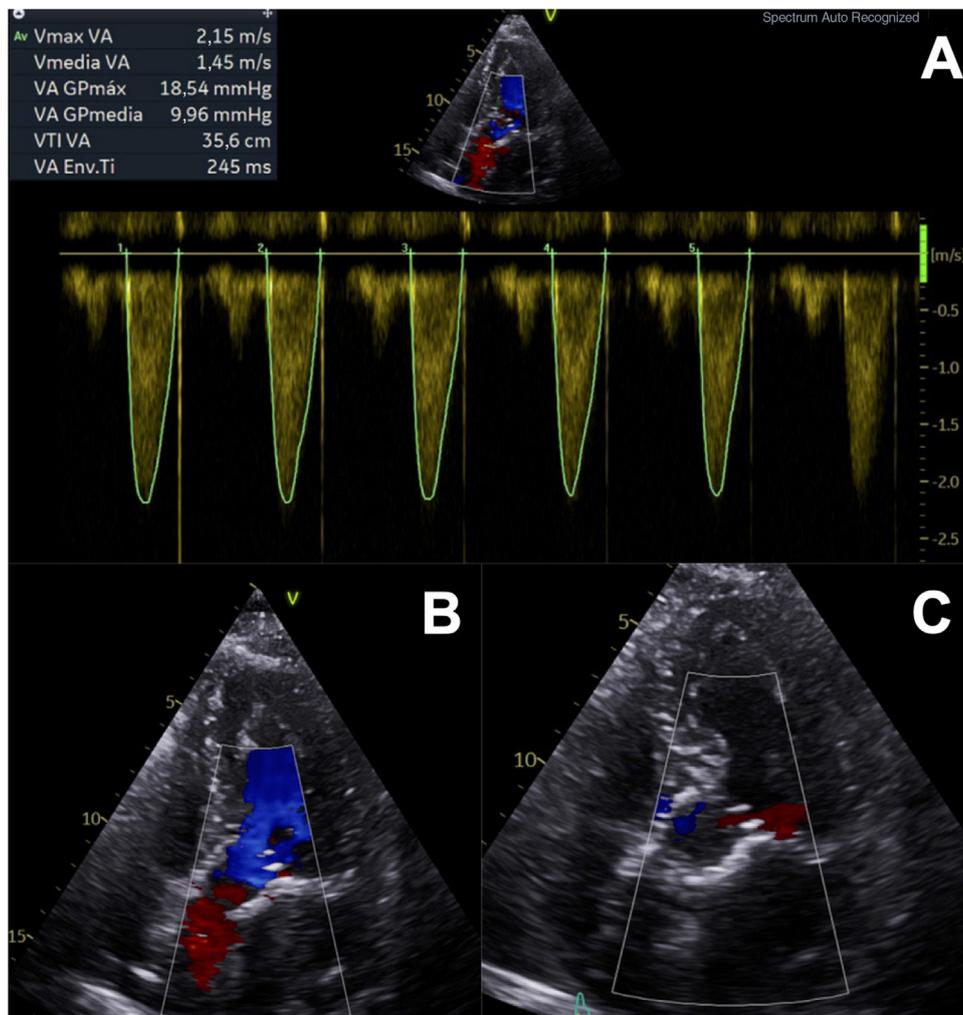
Ecocardiografía al alta: A: reducción significativa de los gradientes aórticos transvalvulares. B y C: Doppler color sin fugas residuales.
